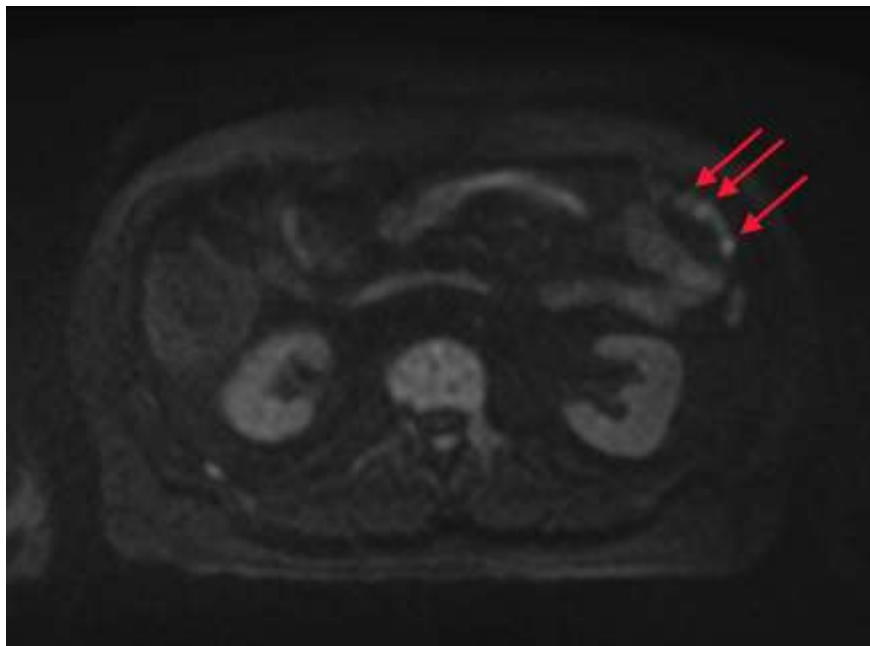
DWI/MRI дослідження пацієнтки Є., 32 роки (Клінічний випадок 3). Червоними стрілками відмічена група локально розташованих округлої форми утворень 5–25 мм діаметром вздовж вісцеральної очеревини з ознаками обмеження дифузії
